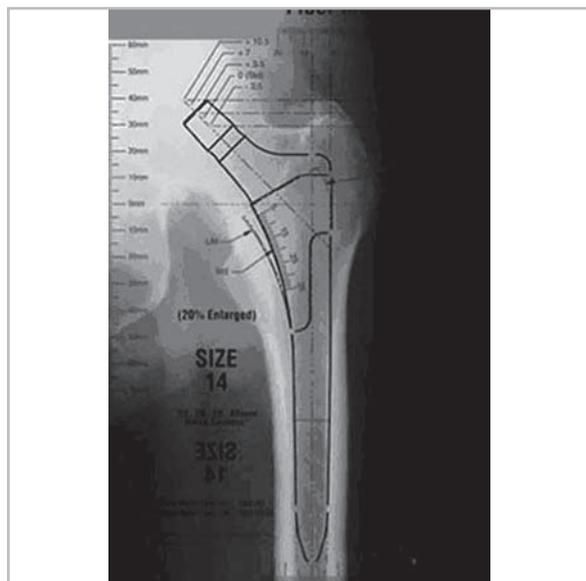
Предоперационное планирование по рентгенограмме с применением шаблона
